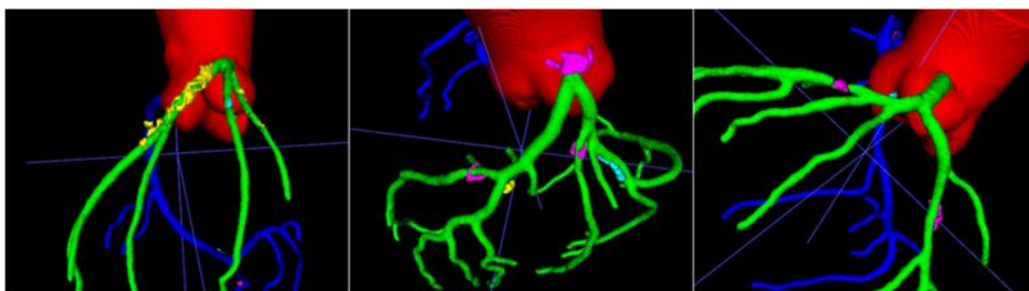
已完成 CTA 中冠脉斑块分割(图中粉色、黄色、浅蓝色部分为不同类型冠脉斑块)
